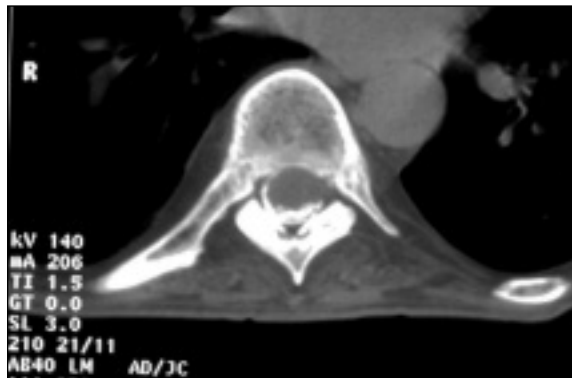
TAC da coluna dorsal, estudo em janela óssea, identifica anquilose costovertebral e calcificação dural em anel incompleto.
